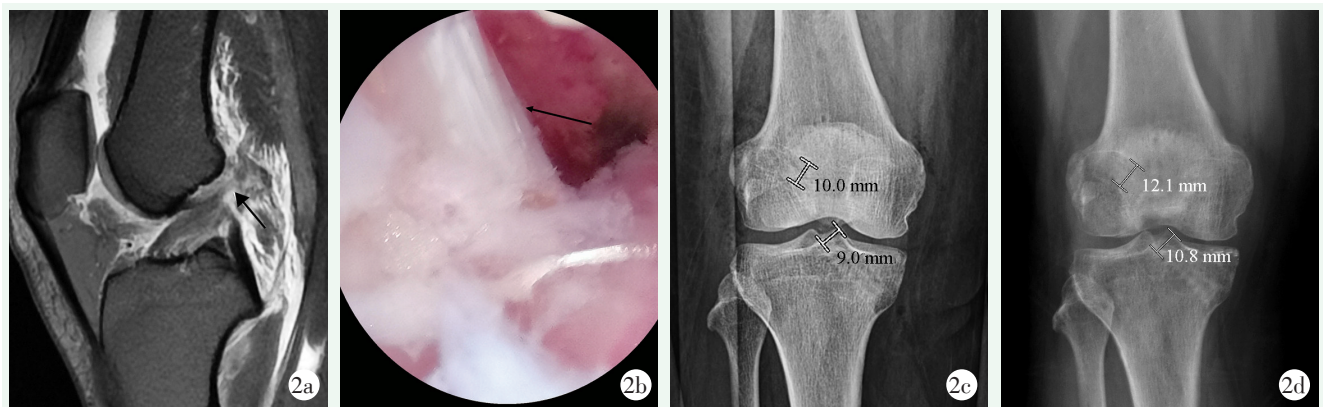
患者,女,42 岁,因车祸致右膝 ACL 断裂,行自体 QT 重建 ACL 治疗。2a: 术前矢状位 MRI 示 ACL 形态异常,股骨端不连续(箭头处);2b: 重建后镜下所见,黑色箭头为 QT 重建 ACL;2c: 术后第 1 d 正位 X 线片示股骨、胫骨隧道内口宽度为 10.0、9.0 mm, K-L 评级为 0 级;2d: 术后 24 个月正位 X 线片,股骨、胫骨隧道内口宽度为 12.1、10.8 mm,股骨隧道扩大 1 度,胫骨隧道扩大 0 度, K-L 评级为 0 级。
